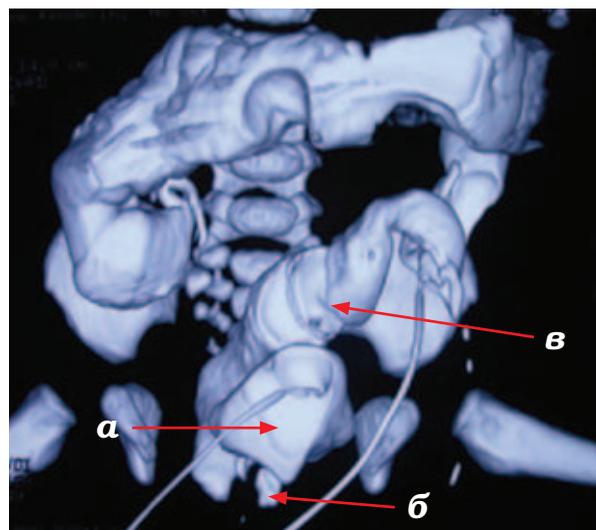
Компьютерная 3D-томография с контрастированием терминальных отделов толстой кишки и мочевого пузыря (а – мочевой пузырь, б – клоакальный канал, в – прямая кишка)
